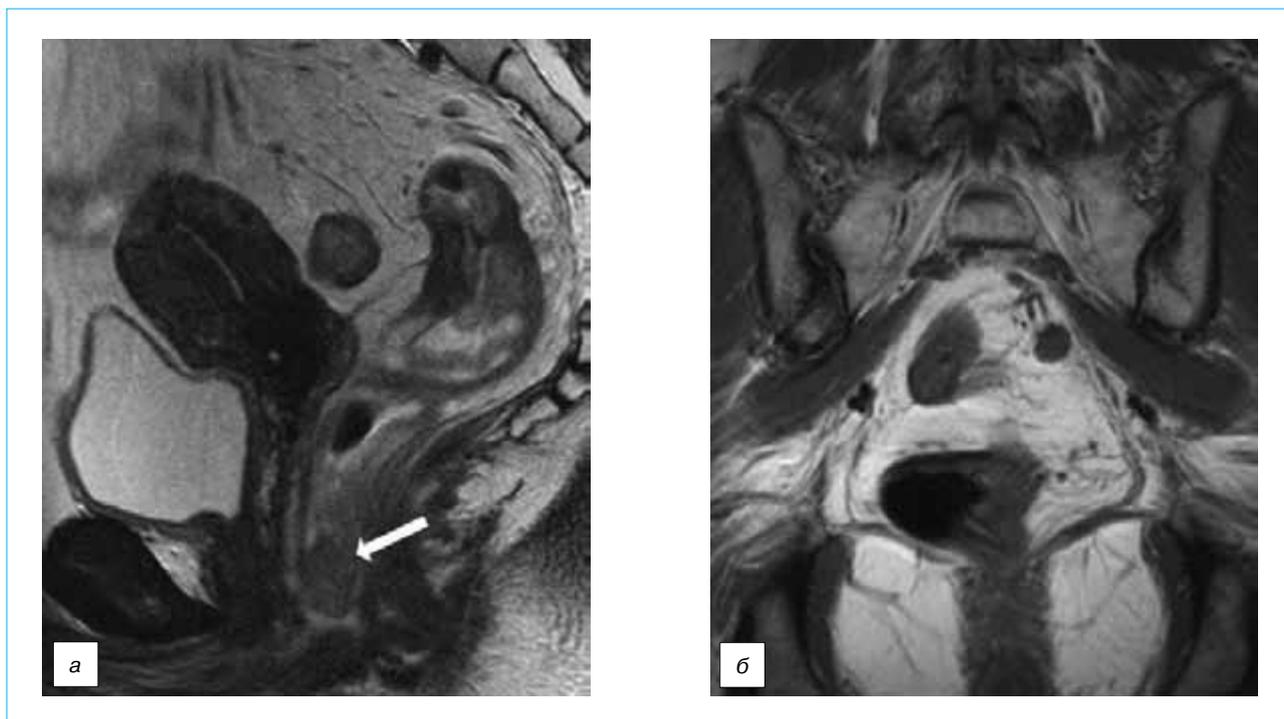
МР-томограмма больной через 6 нед после окончания химиолучевой терапии: а) Т2ВИ в сагиттальной плоскости – выраженная резорбция опухоли, отчетливо визуализируется узловое образование между передней стенкой прямой кишки в нижней трети и ректовагинальной перегородкой (указано стрелкой); б) Т1ВИ в коронарной плоскости на уровне пораженного мезоректального лимфатического узла, существенно уменьшившегося в размерах
